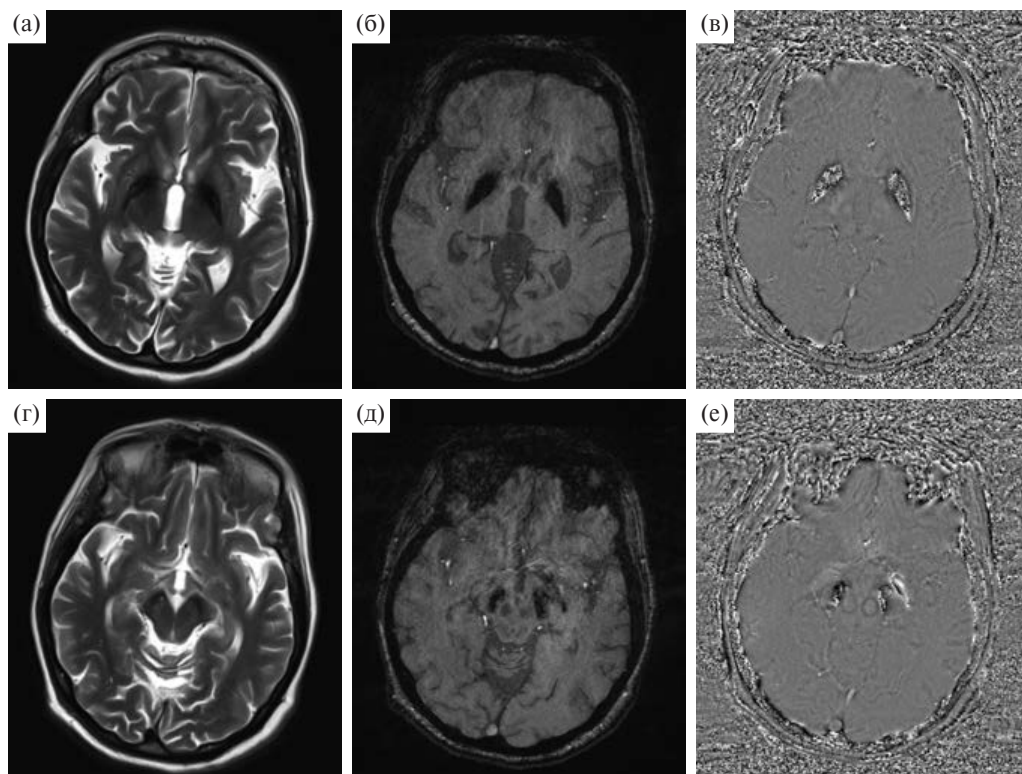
МРТ головного мозга при ННЖМ (пациентка К.Е.). Верхний ряд (а–в) — на уровне подкорковых структур. Нижний ряд (г–е) — на уровне среднего мозга. а, г — в режиме Т2 (а — отмечается резкое снижение интенсивности сигнала в области скорлупы без феномена «глаза тигра»). б, д — в режиме SWI с реконструкцией по амплитуде. в, е — в режиме SWI с реконструкцией по фазе. В скорлупе и ножках мозга — косвенные признаки накопления железа.
